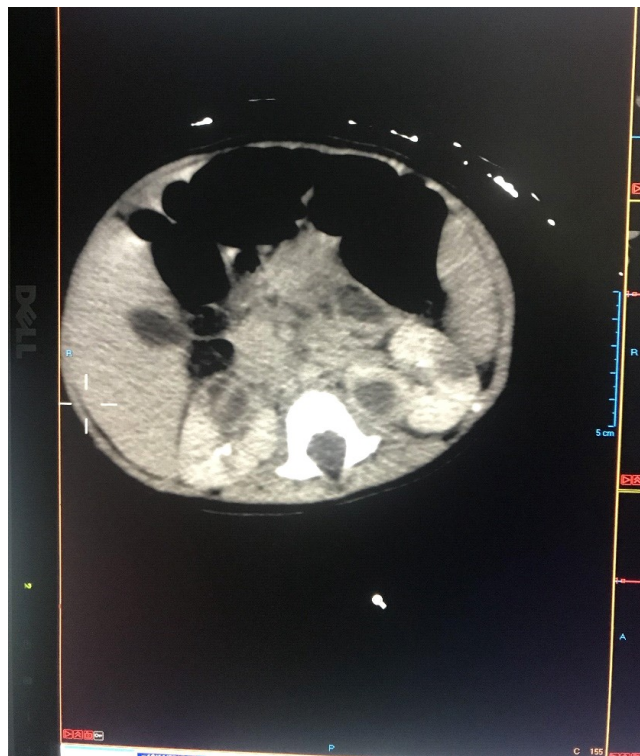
TC Abdome corte coronal.
